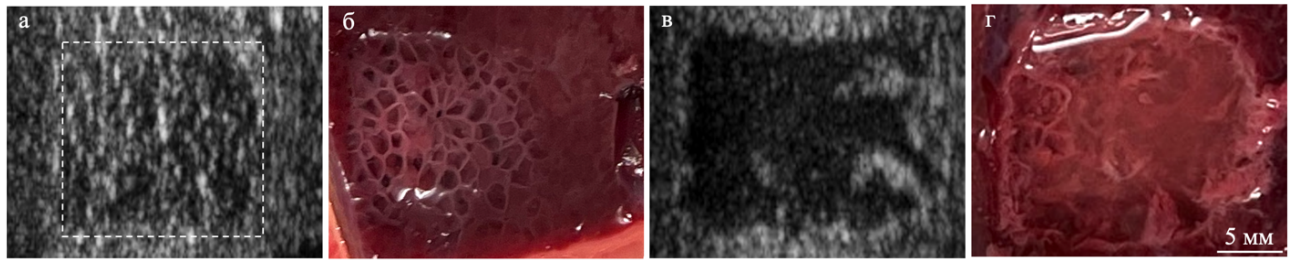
УЗИ-снимки (а,в) и макроскопические фотографии (б,г) разрушений в ткани свиной печени, полученных методом гистотрипсии с кипением при коротких (а,б) и длинных (в,г) ударноволновых импульсах. Маркерная линия: 5 мм.
